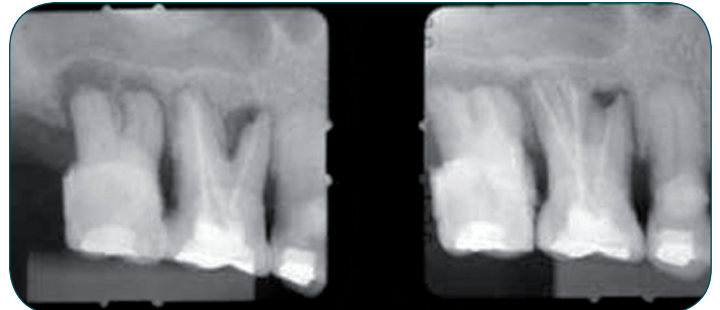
Radiografías periapicales a nivel de las piezas 1,6 y 1,7.
